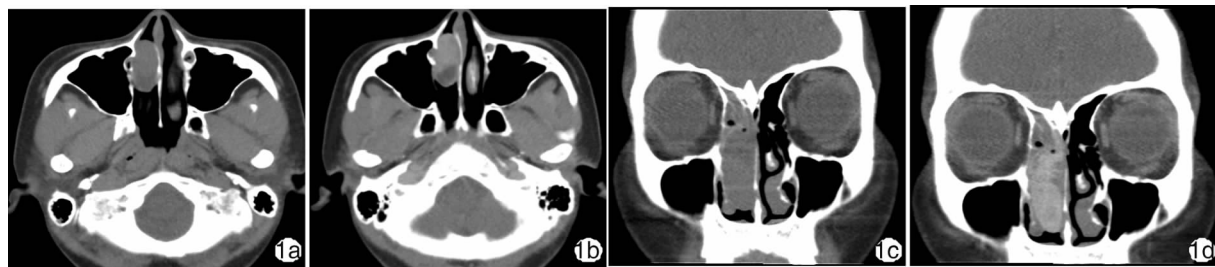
鼻腔鼻窦CT扫描示肿块位置 a: 水平位平扫; b: 水平位增强; c: 冠状位平扫; d: 冠状位增强
